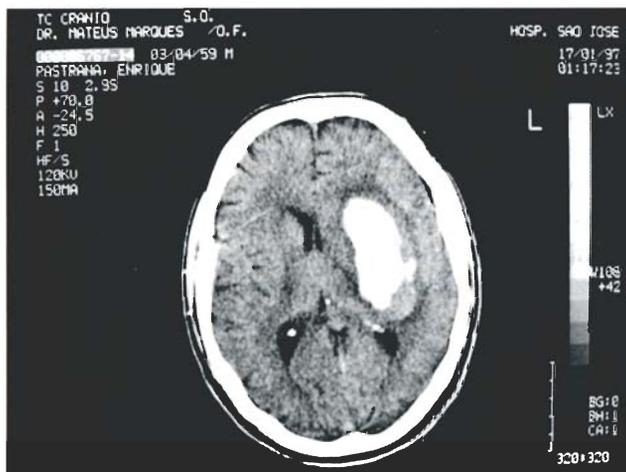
Imagem da tomografia axial computorizada realizada na admissão do doente
